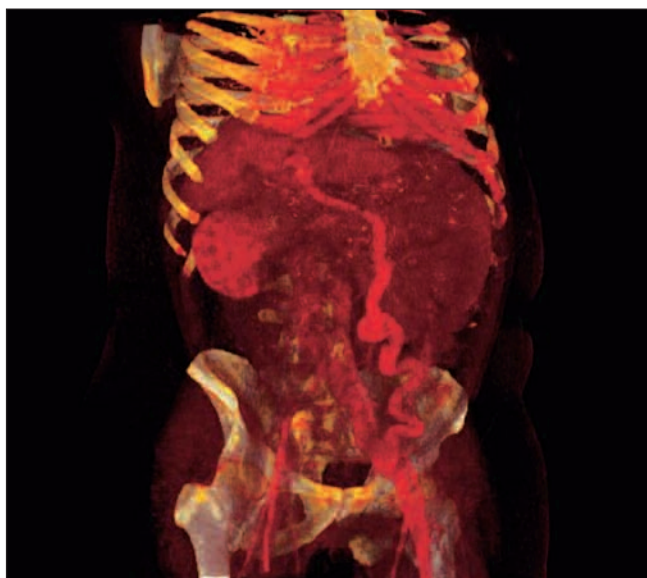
Shunt* porto-femoral (TC portal tridimensional, proyección frontal).
